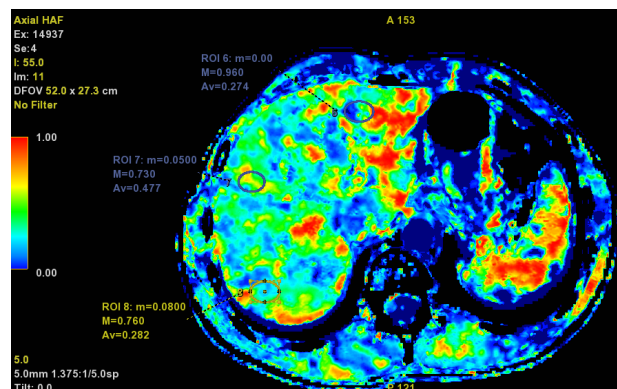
Функциональные перфузионные карты печени пациента Ч. с хроническим вирусным гепатитом С, в установленных областях интереса (ROI) в III, VII, VIII сегментах, где представлены параметры: m – минимальный показатель перфузии, M – максимальный показатель перфузии, Av – среднее значение перфузии
